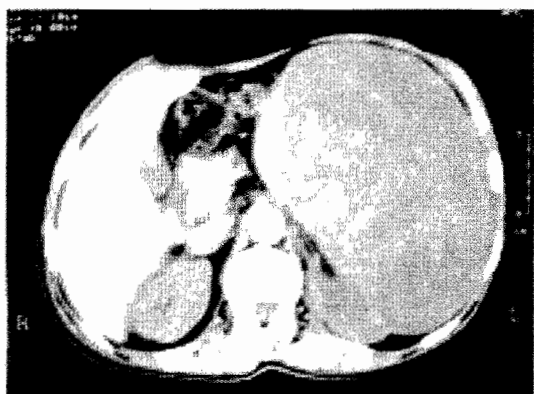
TDM abdominale avant injection de produit de contraste : masse rénale gauche mesurant 21 cm de grand axe, isodense au parenchyme rénal.
